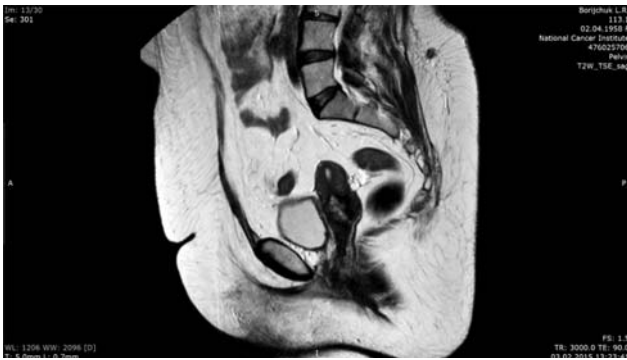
МРТ-зображення аденокарциноми шийки матки, ендофітний ріст
